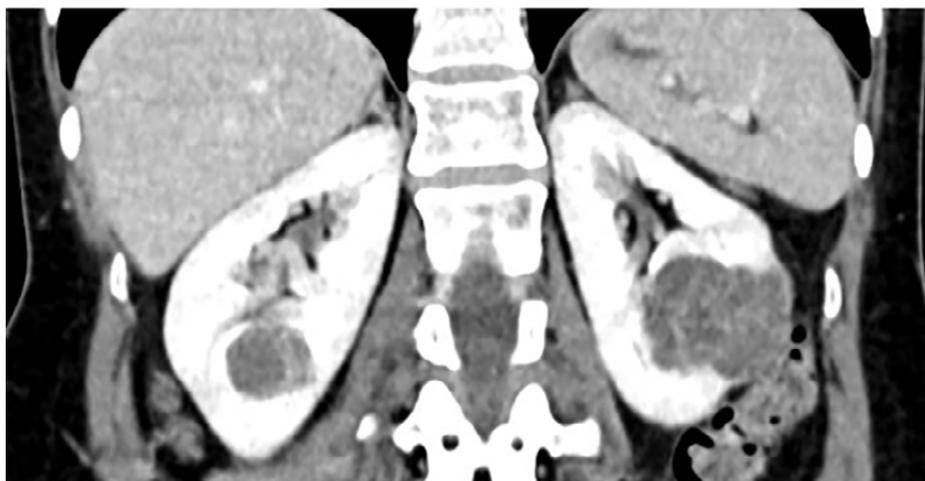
Lesão cística multiloculada no rim esquerdo em contato com a pelve renal. Corte Axial de tomografia.
